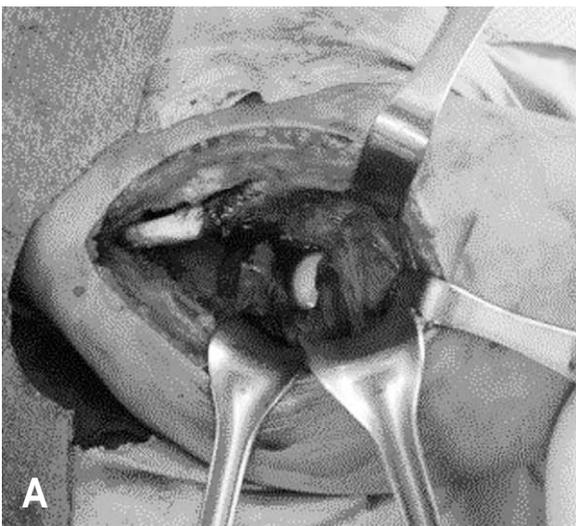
(A) Intraoperative clinical photograph shows right hip dislocation and capsular rupture. (B) Immediate postoperative hip AP radiograph shows 23 degree acetabular index.
